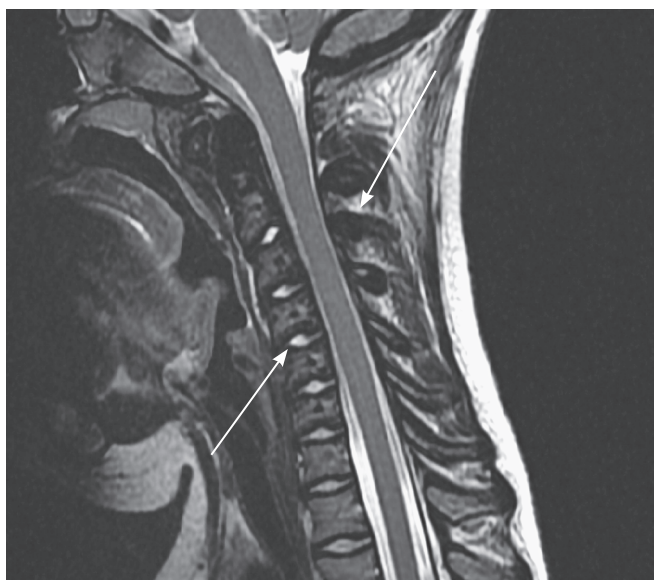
Девочка, 11 лет. МРТ. Выражен склероз в области височных костей на коронарных изображениях, а также склероз замыкательных пластин позвонков, остистых отростков. Отмечается нарушение статики в виде формирования кифотической деформации позвоночника с сужением позвоночного канала на уровне $C_{II}-C_V$ до 9 мм
